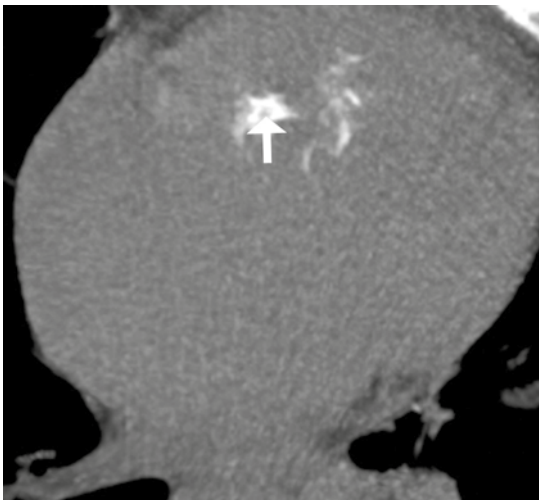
Tomografía simple en varón de 31 años con calcificaciones centrales (flecha) en una masa localizada en el ventrículo derecho que sugieren mixoma.
